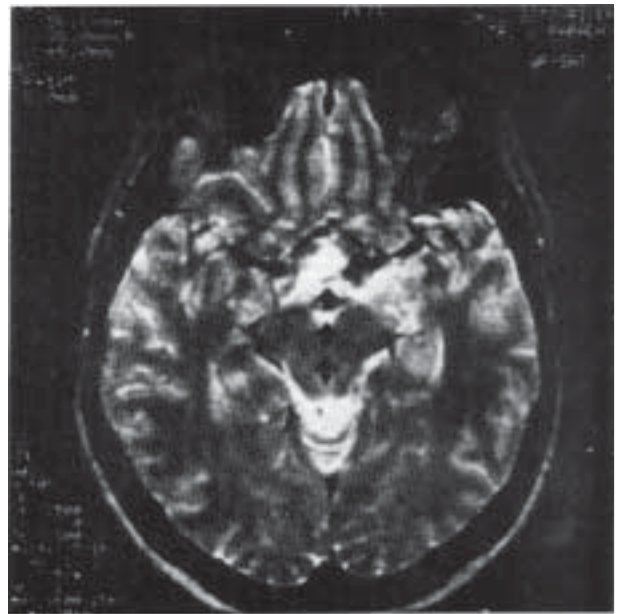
Un aspecto de la resonancia magnética. Las flechas indican la lesión.
